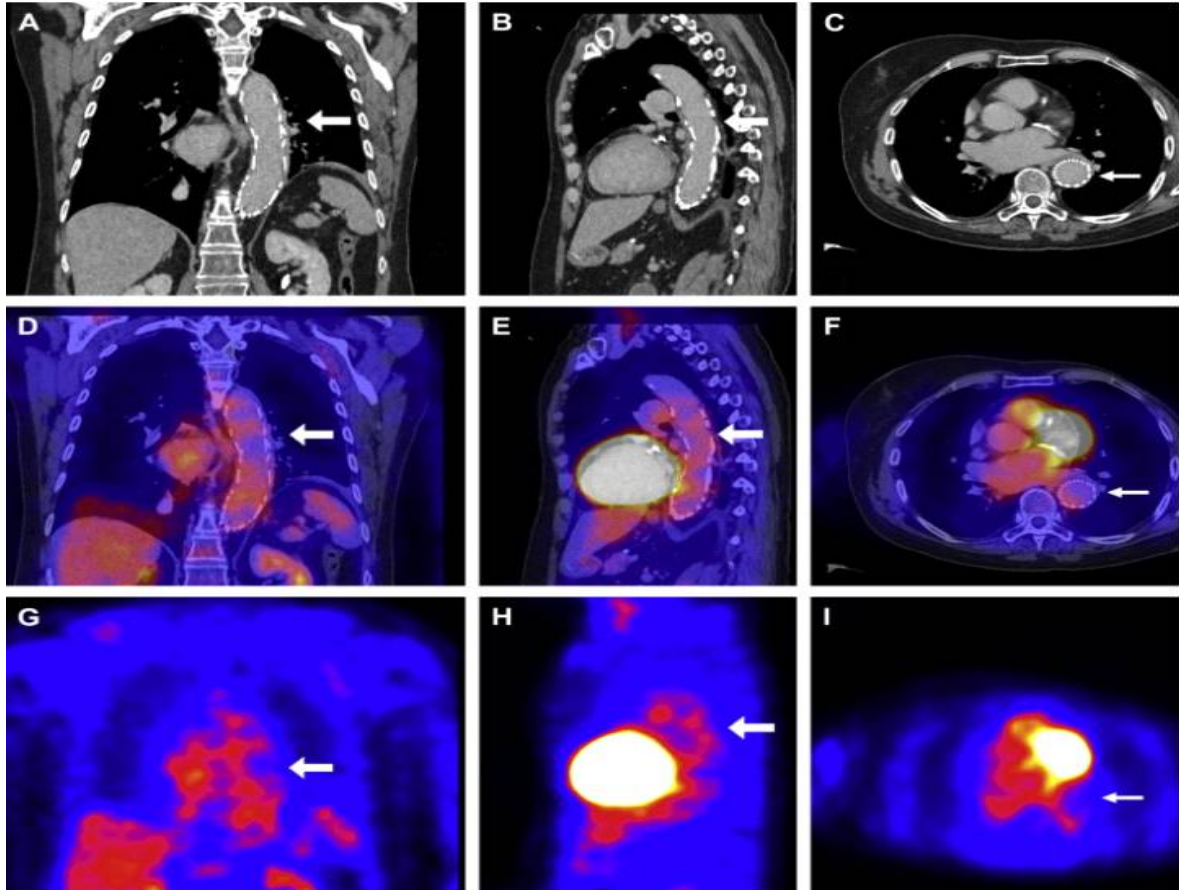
Les mêmes plans que sur la Fig. 21. Après 6 mois d'antibiothérapie, Le scanner et le PET scan se sont normalisés. Notez le stent intra-aortique visible sur la tomodensitométrie et l'activité de base normale sur le PET scan. (Il y a un changement de diamètre dû à la différence d'échelle) [78].
